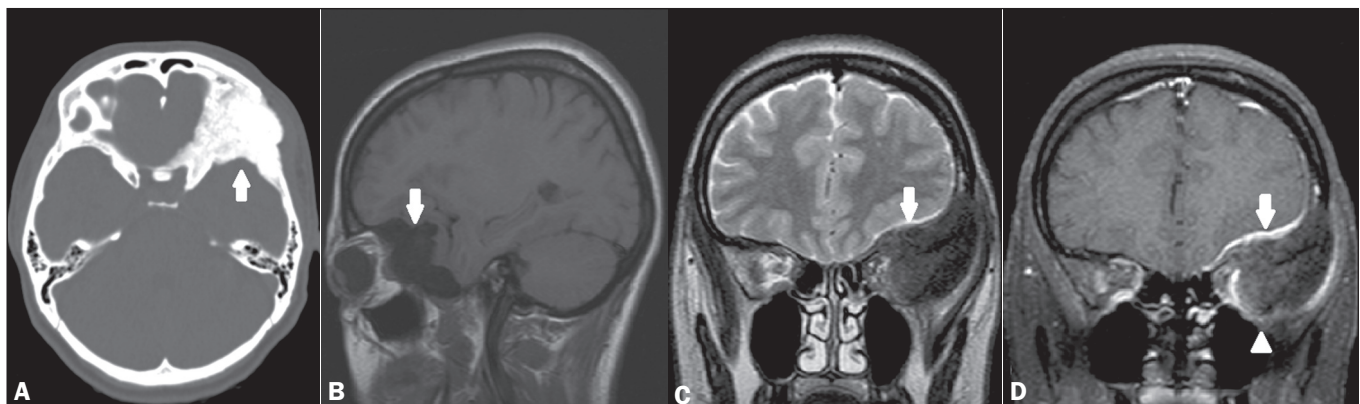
A: TC, corte axial, janela óssea, demonstrando lesão expansiva, osteoblástica, acometendo a parede lateral/superior da órbita esquerda (seta). B: RM, T1 sem contraste, corte sagital, demonstrando a hipointensidade da lesão em T1 (seta). C: RM, T2, corte coronal, mostrando o baixo sinal da lesão em T2 (seta). Notar ainda o efeito compressivo e deslocamento das estruturas intraorbitárias, inclusive do nervo óptico. D: RM, T1 pós-contraste, corte coronal, mostrando que a lesão não possui captação significativa pelo meio de contraste (cabeça de seta), observando-se apenas discreta captação na dura-máter subjacente ao tumor (seta).
